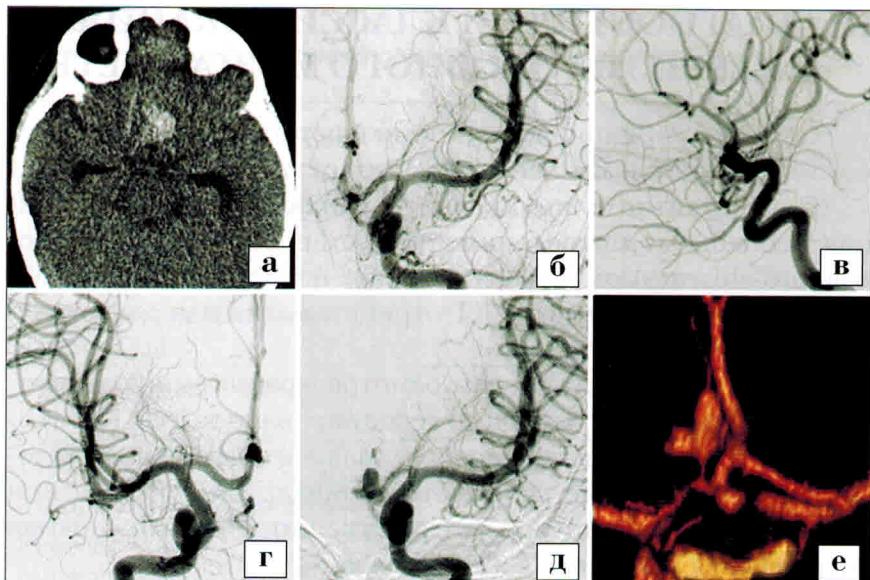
Ангиографическая диагностика аневризмы ПСА (больная Г-на). В возрасте одного года и трех месяцев у девочки произошло САК. При КТ головного мозга (а) отмечено, что кровь локализовалась в области передних отделов межполушарной щели. При тотальной церебральной ангиографии убедительных данных за сосудистую патологию не отмечено (на рисунке представлены левосторонние каротидные ангиограммы в прямой (б) и боковой (в) проекциях, а также правосторонняя каротидная ангиограмма в прямой проекции (г)). При контрольных церебральной ангиографии (д) и СКТ-Аг с 3Д-реконструкцией (е) через 6 мес выявлена многокамерная аневризма комплекса ПМА–ПСА слева.
